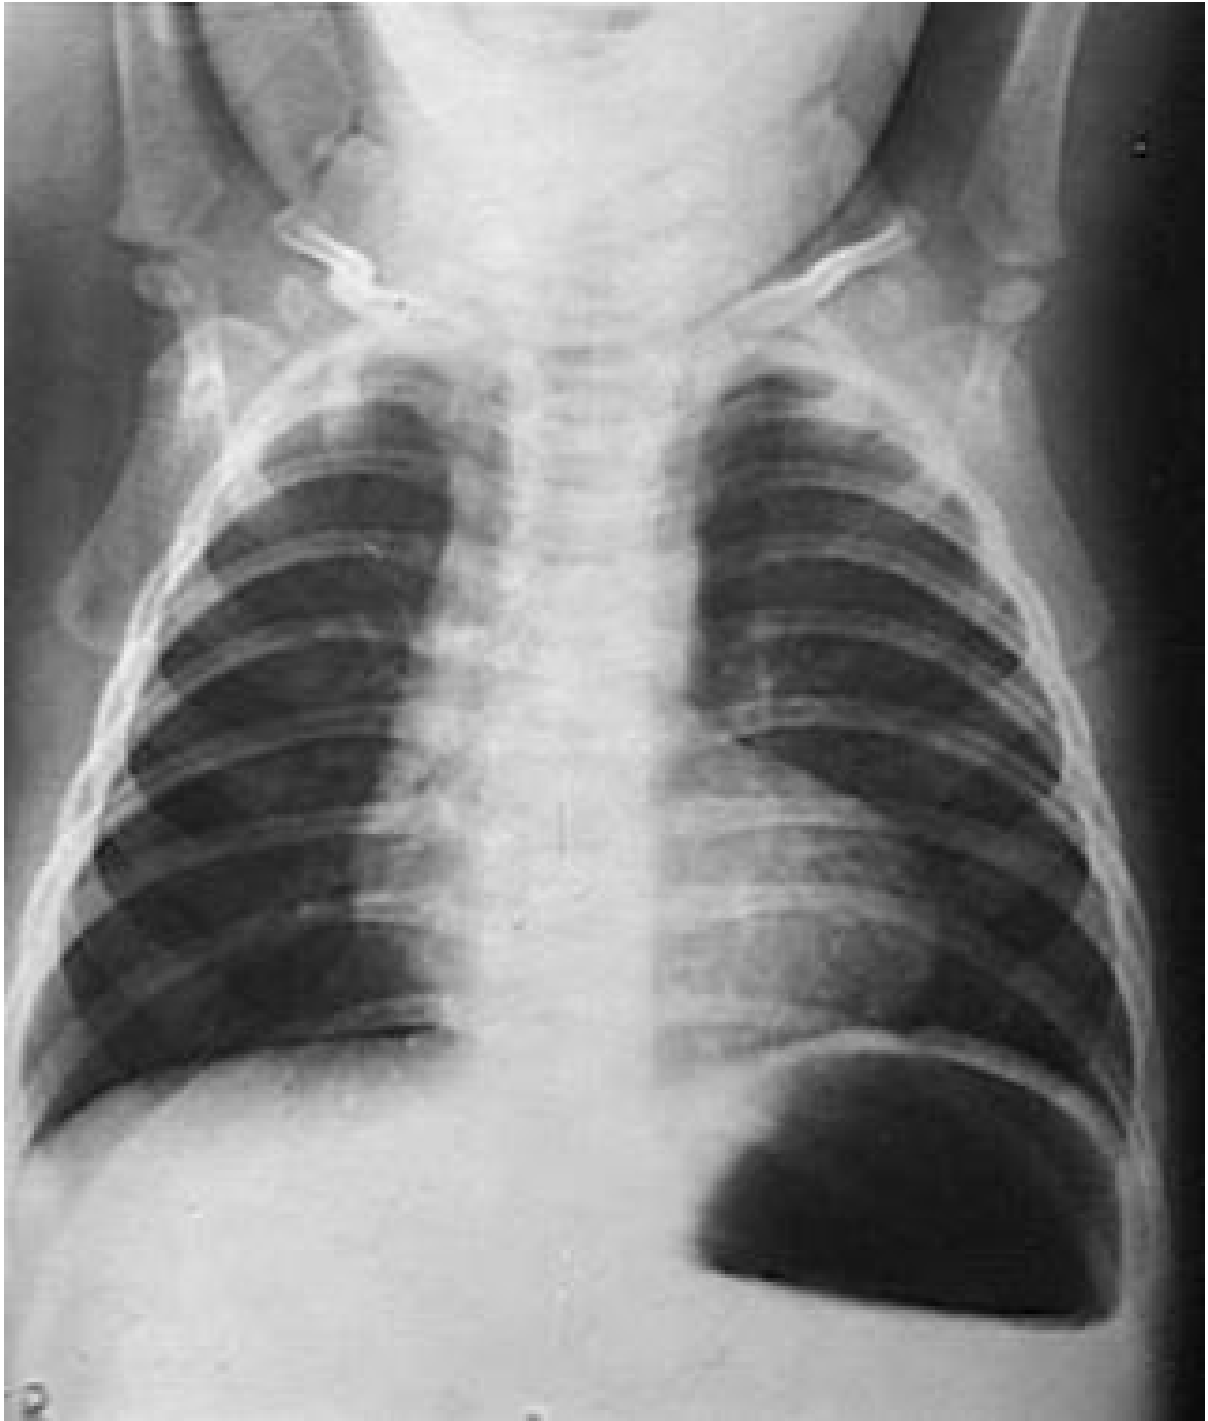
Radiographie pulmonaire de face montrant l'aspect de « cœur en sabot »
